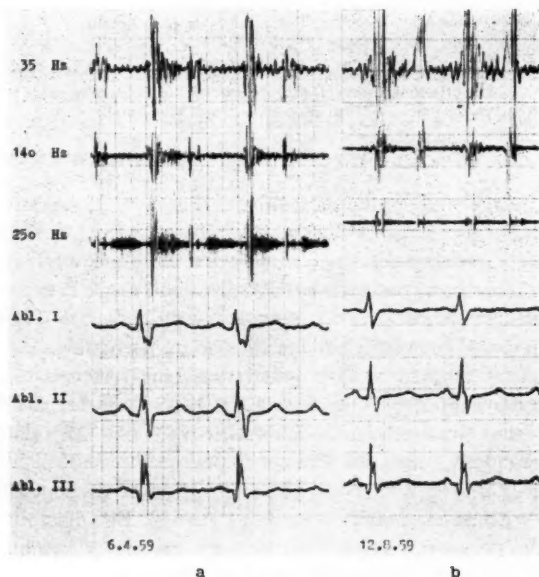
Pkg bei Vorhofseptumdefekt (Sekundumtyp). a) präoperativ b) postoperativ. Abnahmestelle 4. ICR li. parasternal. Präoperativ: hochfrequentes früh- bis mesosystolisches Geräusch. Hochfrequentes diastolisches Intervallgeräusch. Weite Spaltung des 2. Tones. Postoperativ: noch angedeutetes frühsystolisches Geräusch, kein diastolisches Geräusch. Spaltung des 2. Tones geringer. Das Shuntvolumen betrug 12,4 Liter. Druckwerte im kleinen Kreislauf normal (Operation: Professor Dr. H. Krauss, Chirurgische Universitätsklinik Freiburg i. Br.).
